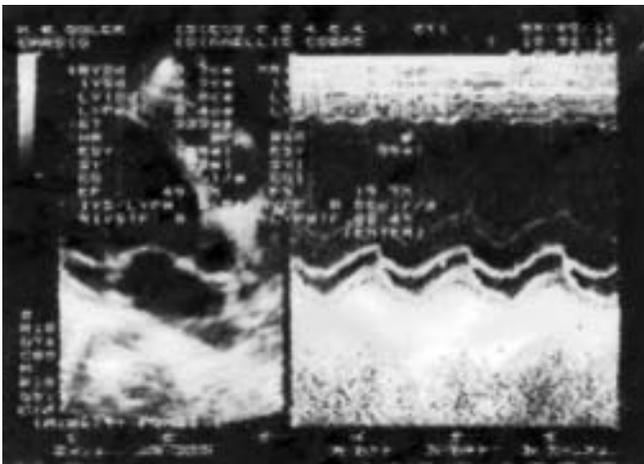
Ecocardiograma (cardiomiopatía dilatada): modo M. Alteración de la contractilidad miocárdica con fracción de eyección (EF) y fracción de acortamiento (SF) disminuidos.
